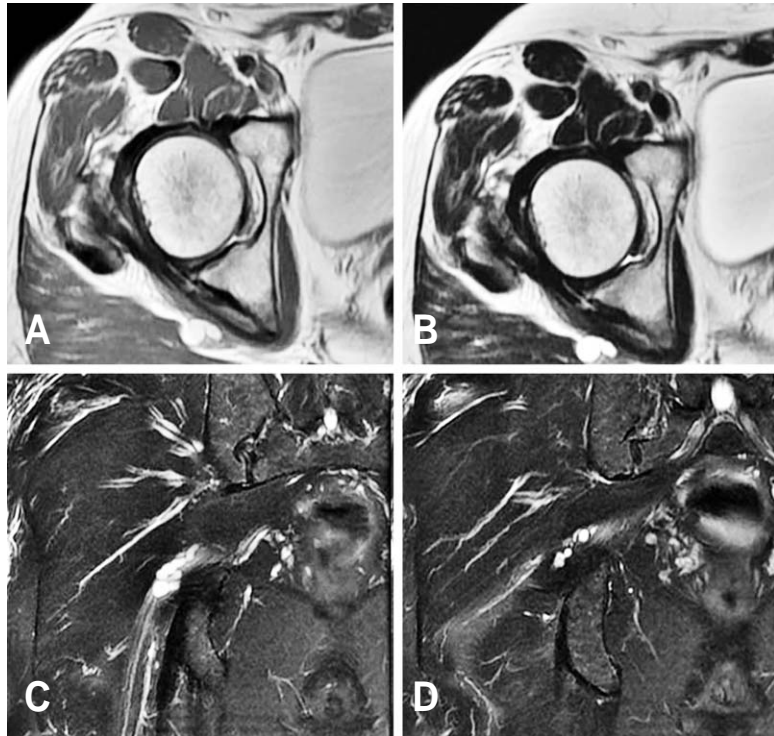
MRI images of the right hip showed compression of sciatic nerve by cyst. There are no apparent abnormalities and variants of piriformis muscle.
